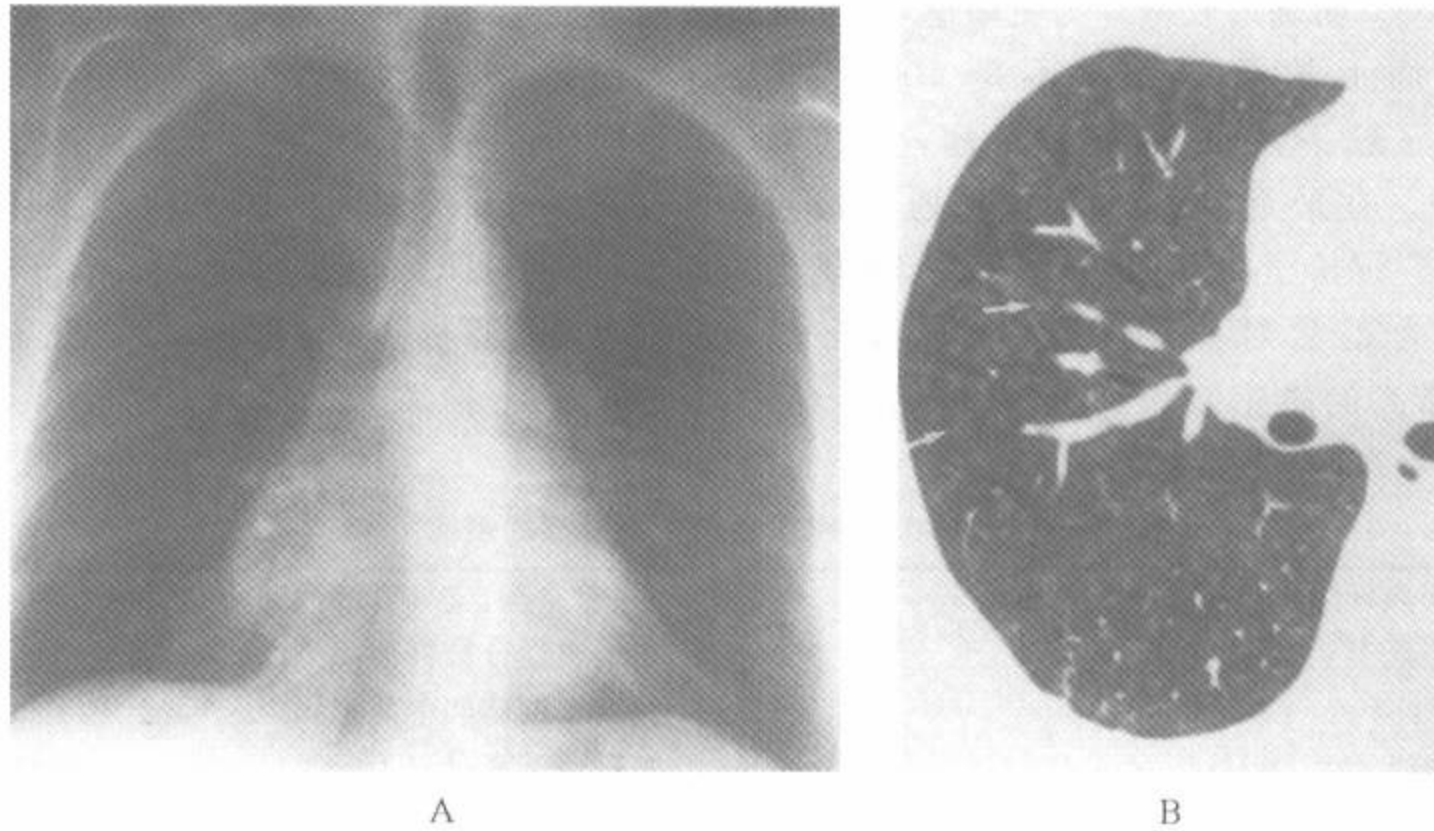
胸片正常而 HRCT 有异常的病例
